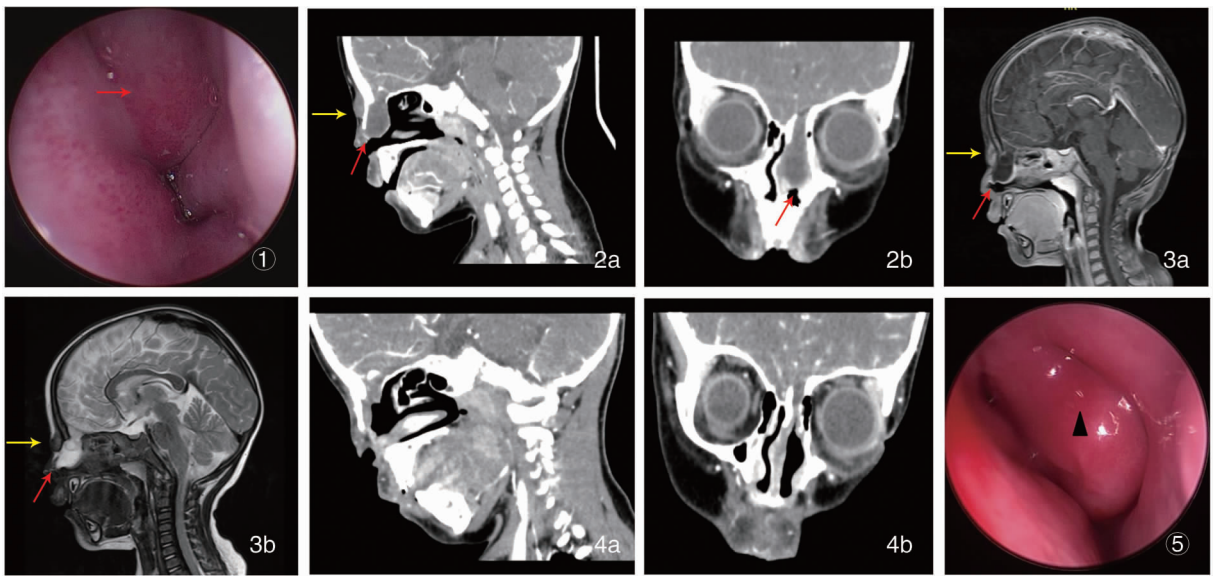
术前电子鼻咽镜示左鼻腔可红色新生物,表面光滑,充满整个鼻腔(红色箭头所示) 图2a、2b 术前CT:左侧筛骨水平板缺损,膨出物与颅内相通,突入左侧鼻腔内,左侧鼻中隔受压移位(红色箭头所示)。鼻骨表面类圆形肿物,周围骨质未见缺失(黄色箭头所示) 图3a、3b 术前矢状位MRI示左鼻腔筛窦内椭圆形长T1、T2信号(3a),与左前颅底相通,增强后见环状强化(红色箭头所示)。左侧鼻根部皮下类圆形稍长T1、T2信号影,动态增强后呈渐进性强化,邻近骨质未见明显吸收破坏(黄色箭头所示) 图4a、4b 术后3个月增强CT示左鼻腔前颅底骨质缺损,见斑片状软组织影与颅内相通,范围较前明显缩小,鼻背软组织稍增厚 图5 术后3个月电子鼻咽镜示左鼻腔总鼻道光滑,鼻顶部黏膜平整(▲中鼻甲)
